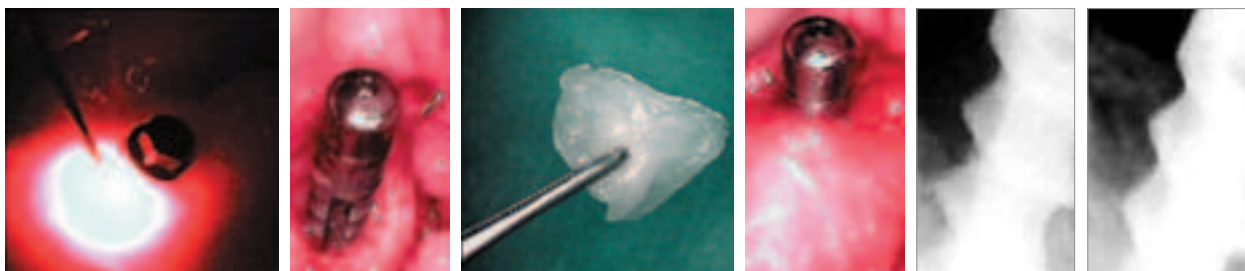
PDT an Implantat Regio 33. – Abb. 2: Freiliegende Oberfläche Implantat Regio 33. – Abb. 3: rhBMP-2 auf Trägerkollagen. – Abb. 4: rhBMP-2 auf Trägermaterial eingebracht. – Abb. 5: Röntgendarstellung der freiliegenden Implantatoberfläche Regio 33, eine Woche postoperativ, Ausschnittsvergrößerung. – Abb. 6: Röntgenkontrolle Implantat Regio 33, acht Wochen postoperativ, Ausschnittsvergrößerung.
